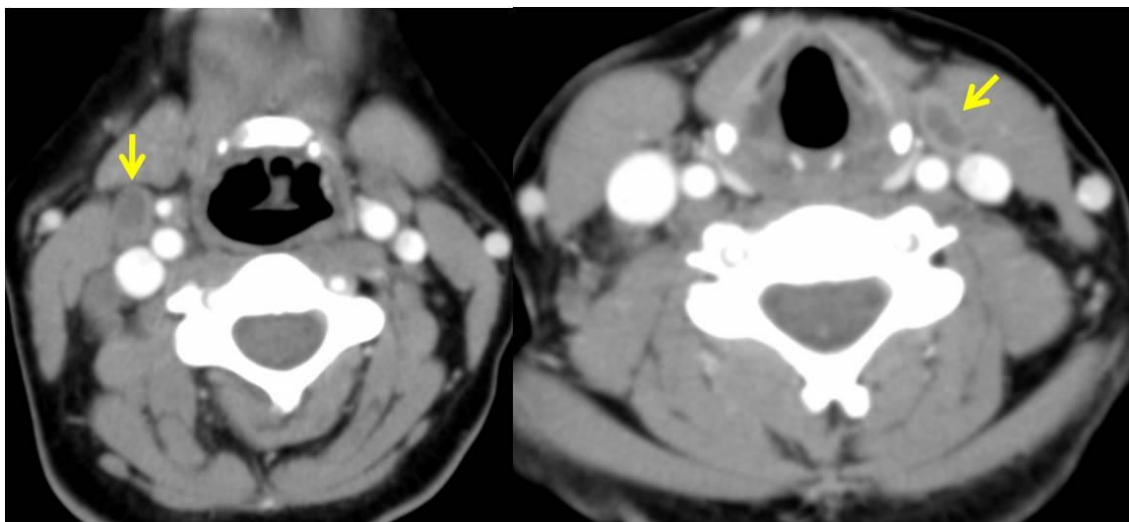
Tuberculosis ganglionar con afectación cervical. En las imágenes de TAC se aprecian ganglios aumentados de tamaño con centro hipodenso en relación con necrosis (flechas).
